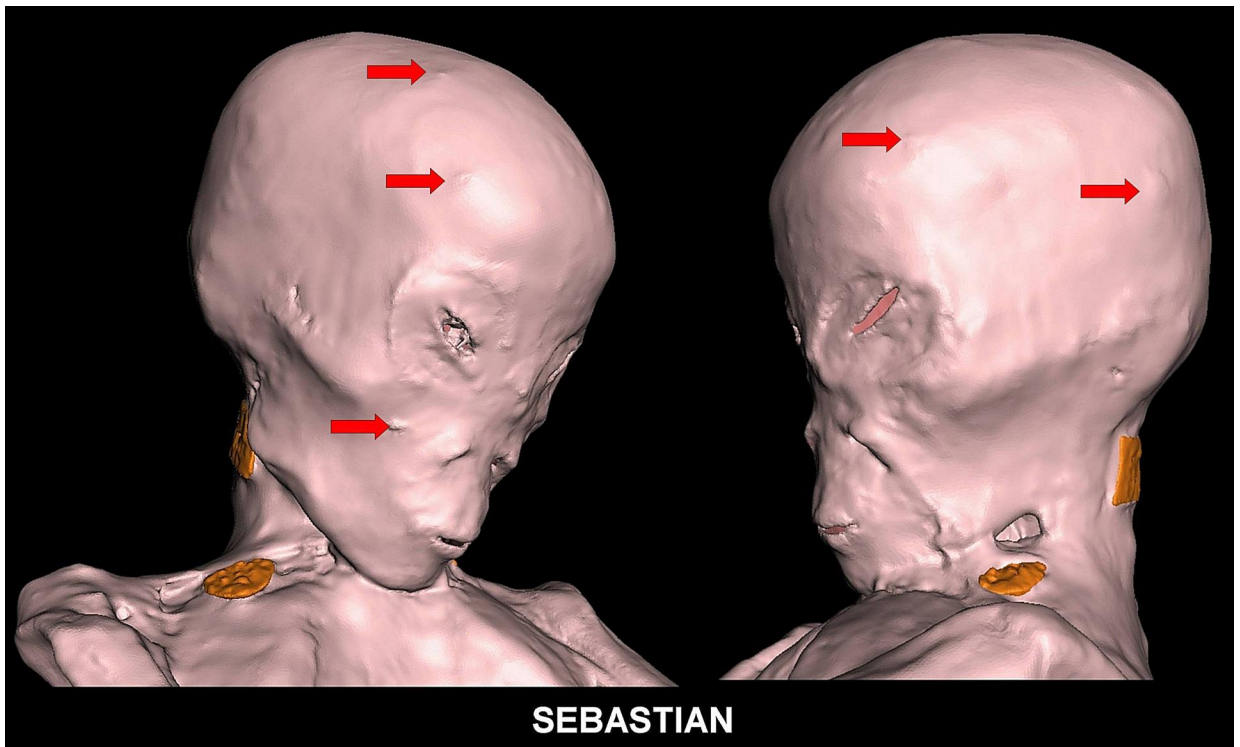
Tomografía computarizada en 3D que muestra vistas oblicuas de la cabeza y el cuello. Nótese la ausencia de conducto auditivo y pabellones auriculares. Los implantes metálicos se muestran en color naranja. Se observaron nódulos cutáneos diminutos en el cuero cabelludo bilateralmente y en la cara derecha (flechas rojas).
